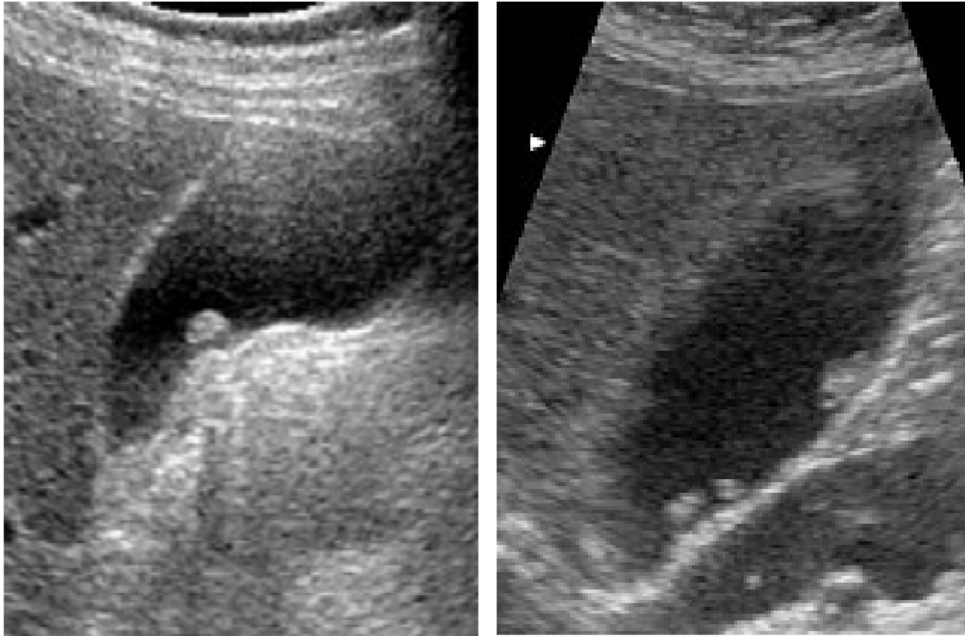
Cholestérolose : coupes échographiques axiale (image à droite) et longitudinale (image à gauche) montrant de multiples formations arrondies de petite taille, hyperéchogènes, sans cône d'ombre postérieur, rattachées à la paroi vésiculaire.
